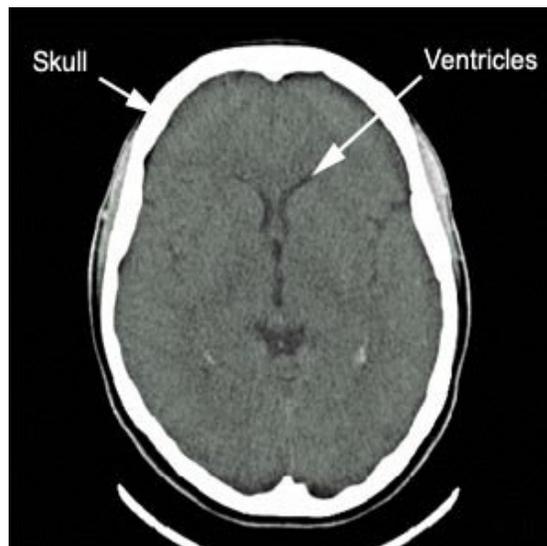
Imagem por Tomografia Computadorizada de um cérebro humano, em um corte axial.
